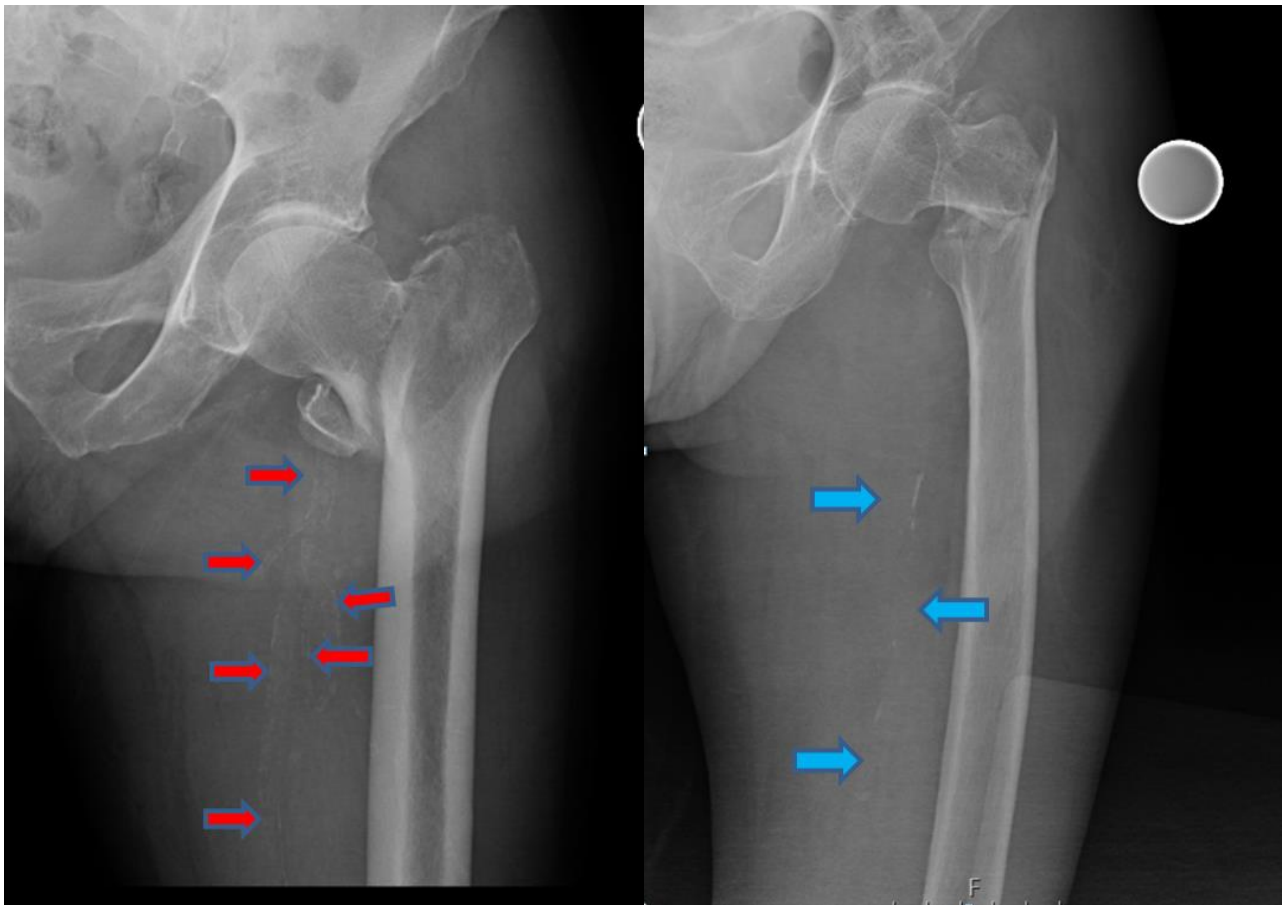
Roentgenographic view of femoral artery calcification
